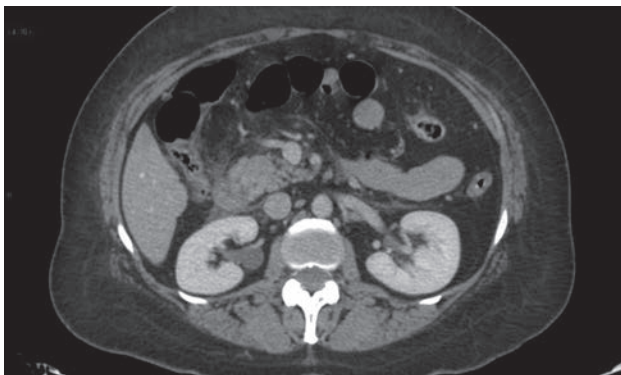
TAC abdominal con incremento de la densidad de la grasa alrededor de la cabeza del páncreas.
